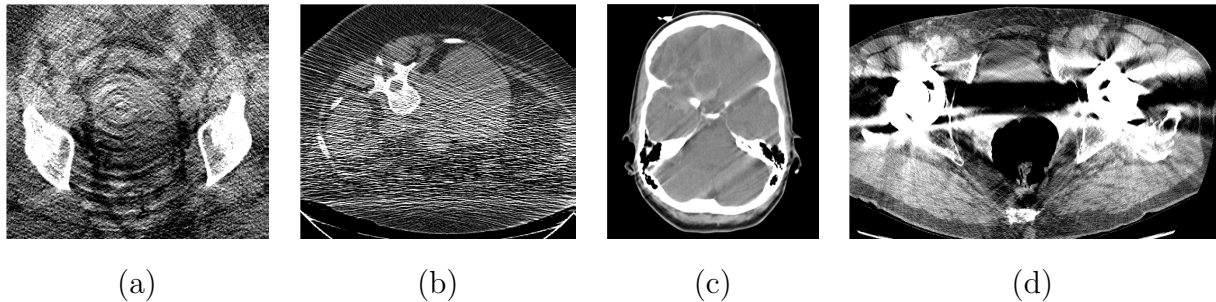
As imagens de tomografia ilustram quatro tipos comuns de artefatos que ocorrem na CT. (a) Imagem de pelve com artefato do tipo anel. (b) Imagem de abdome com artefato ruidoso. (c) Imagem de crânio com artefato de movimento. (d) Imagem de pelve com artefato do tipo *streaks*. Imagens adaptadas de: [7, 12].
